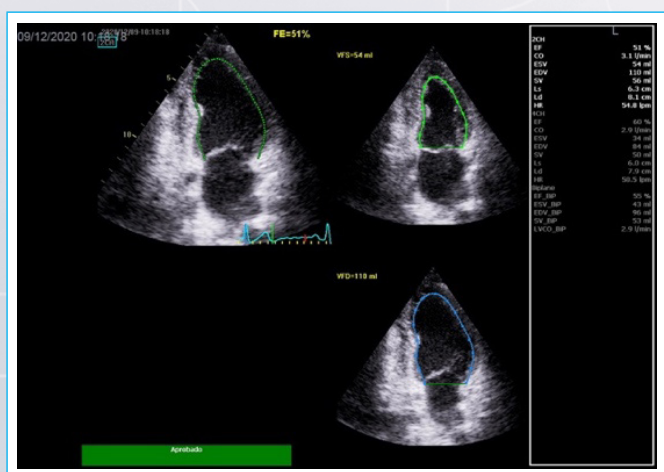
Ecocardiograma transtorácico a los tres meses de tratamiento anti falla cardíaca, que muestra recuperación de la fracción de eyección (automática).
